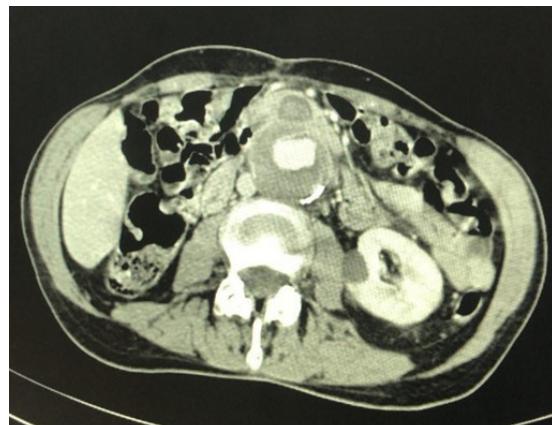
Axial angiotomography image of the abdomen showing aortoenteric fistula in the region of the proximal anastomosis of the prior aortic bypass.
